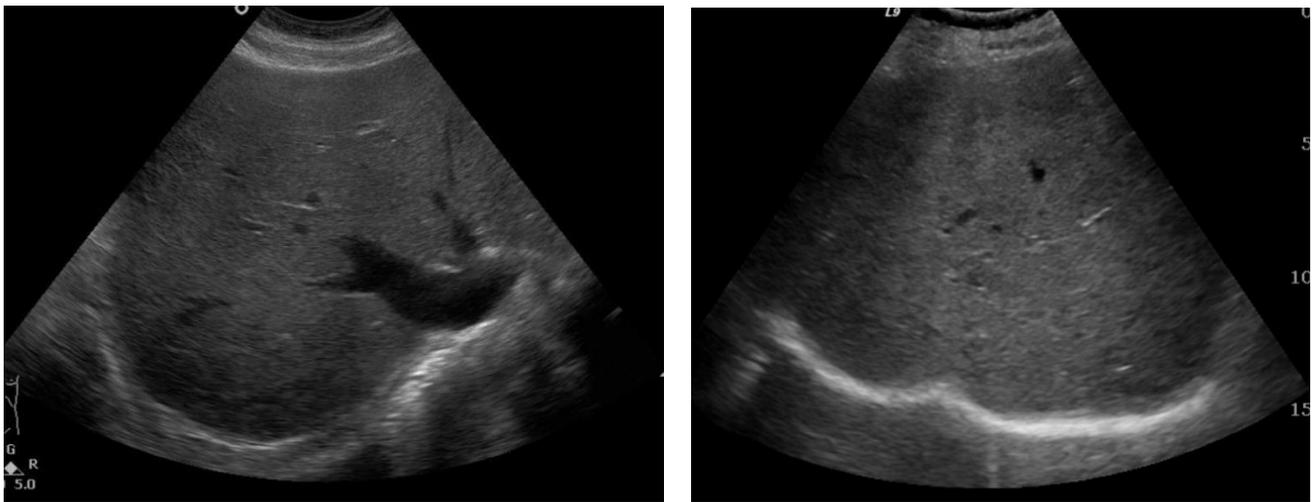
УЗИ больная Т.К. эхокартина цирроза печени. Портальная гипертензия. Спленомегалия. Асцит в значительном количестве.
